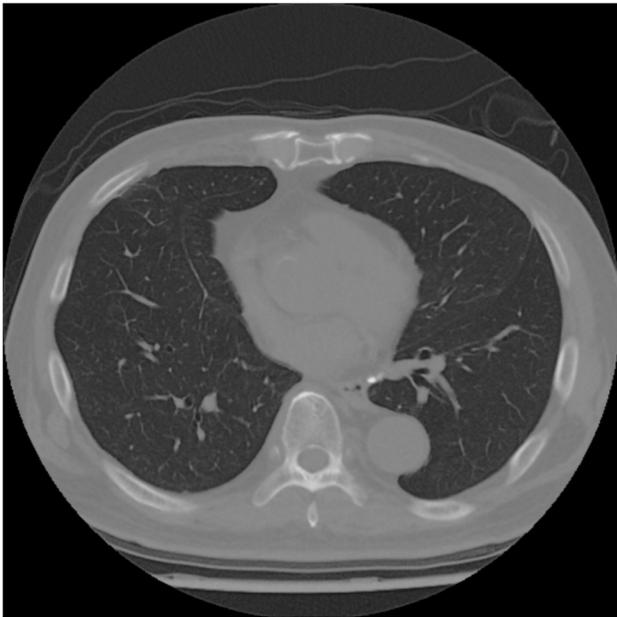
(A) PET-CT reveals hypermetabolic lesions in both lung fields. (B) PET-CT reveals diffuse ground glass opacities in both lung fields. PET-CT, positron emission tomography-computed tomography.
